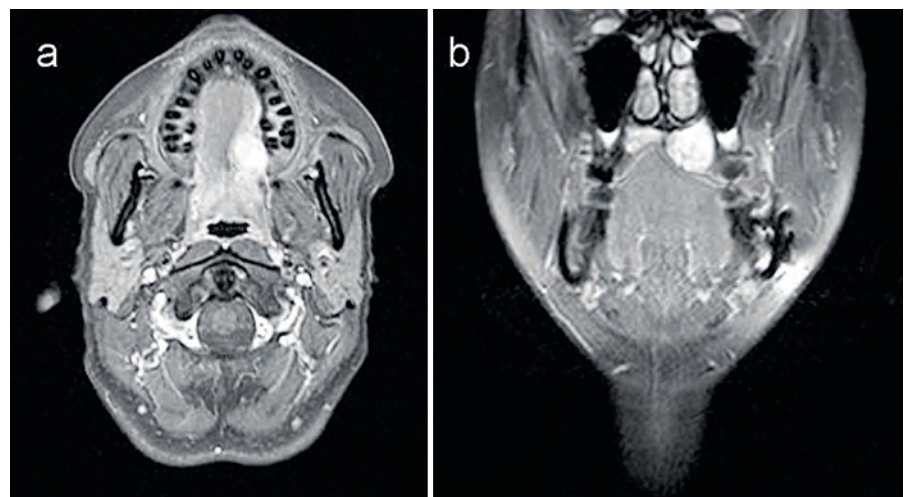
Magnetresonanztomographie T2 gewichtet
